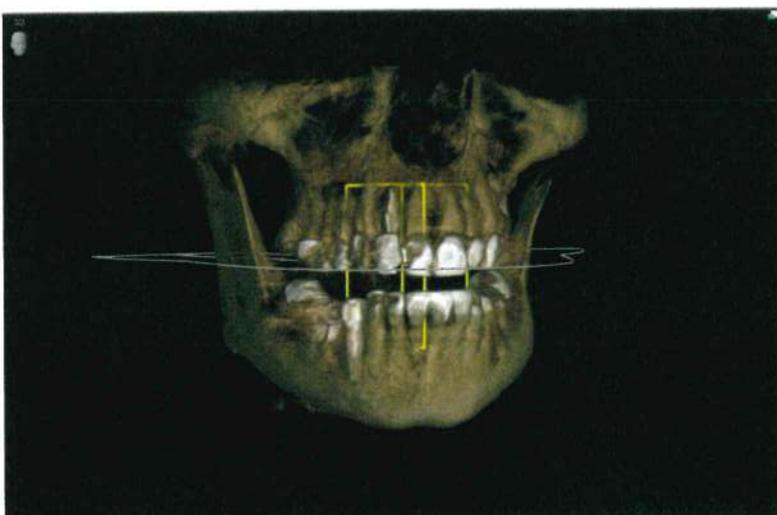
CBCT-Aufnahme des lateralen Schneidezahns vor dem Ersatz durch ein SDS-Keramikimplantat.
